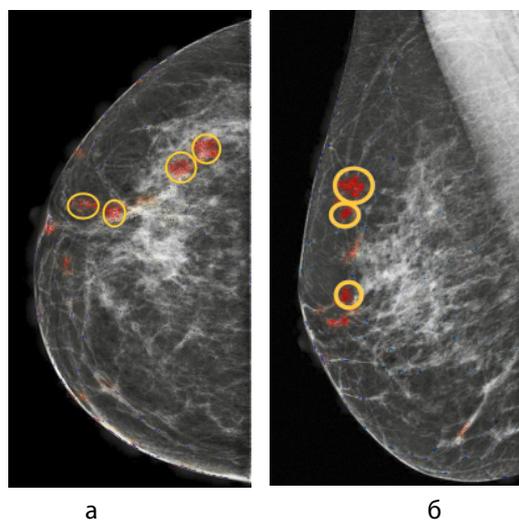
Рентгенограммы правой молочной железы, скопления микрокальцинатов подсвечены красным, единичные кальцинаты выделены синим: а – краниокаудальная проекция; б – косая проекция
